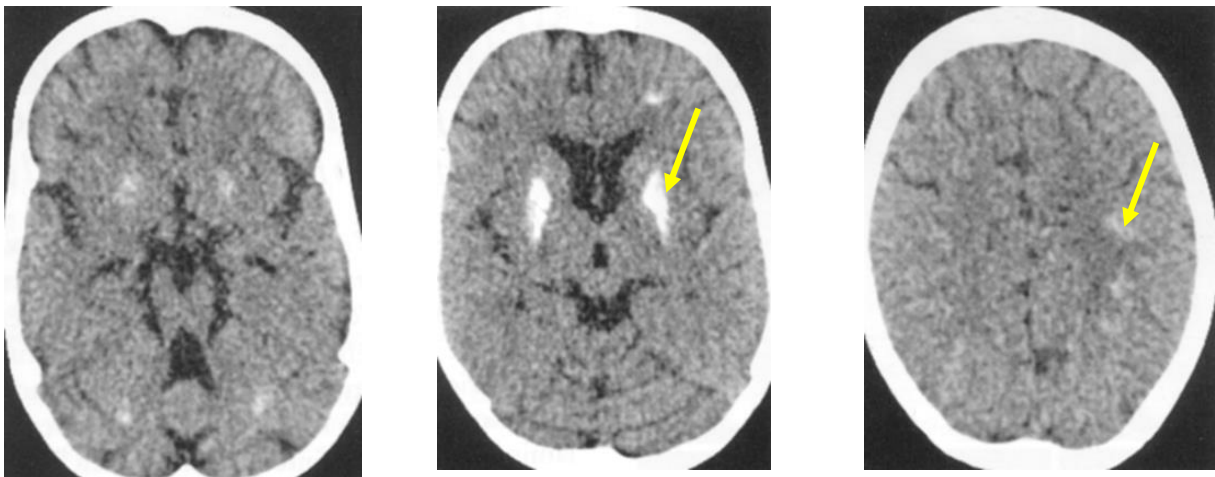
TDM sans injection, noter la pr sence de calcifications au niveau des noyaux gris centraux et de la substance blanche sous corticale (fl ches).
